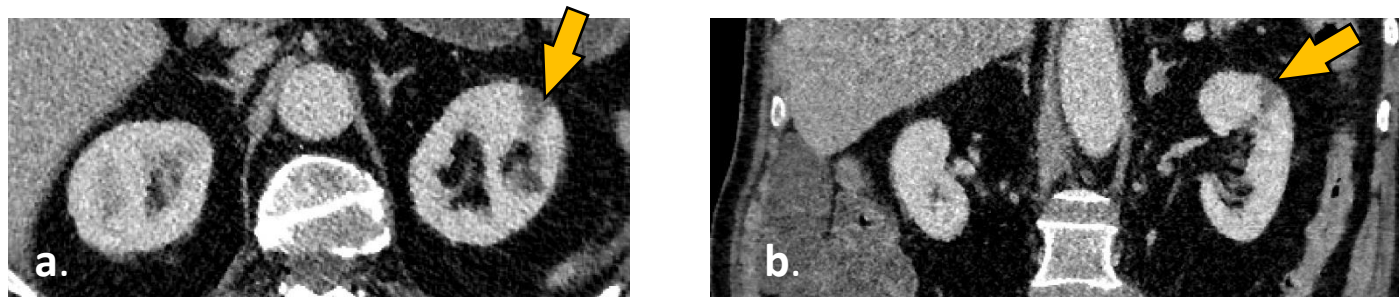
TC con CIV (a) axial y (b) coronal. Riñones con áreas hipodensas corticales de morfología en cuña con la base en localización subcapsular compatibles con infartos renales (flechas naranjas). No suele haber cambios inflamatorios perirrenales ni afectación del sistema colector, lo que ayuda a diferenciarlo de pielonefritis focal.
